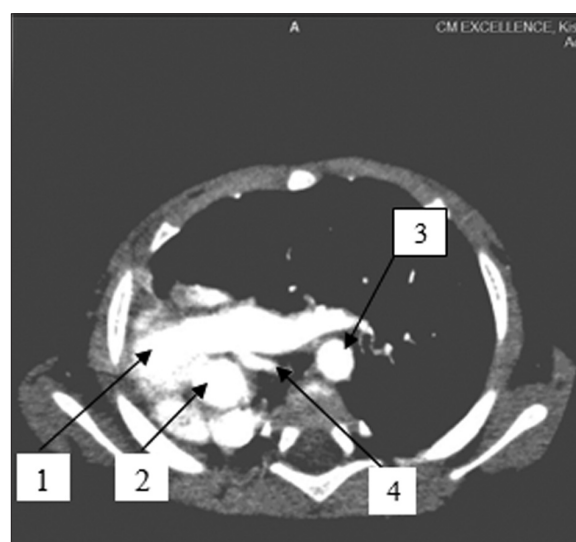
CT cu angiopulmonografie. Dextropoziția secundară a cordului. 1. Tr. pulmonar, 2. Ao. ascendentă, 3. Ao. descendentă, 4. Art. pulmonară dreaptă hipoplazică.
